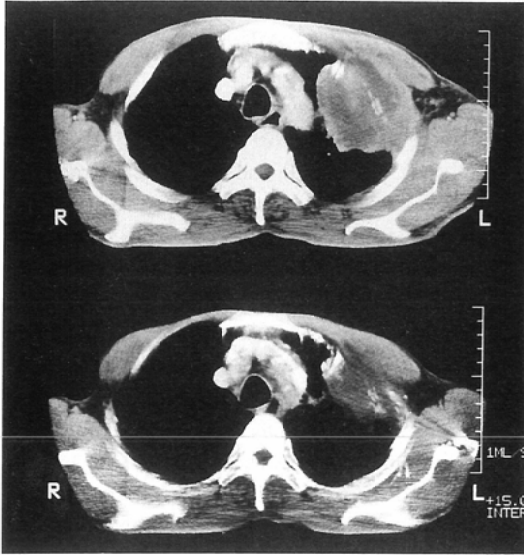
Case 13: CT shows a marked decrease in size of the tumor. Upper: pretreatment, lower: posttreatment
